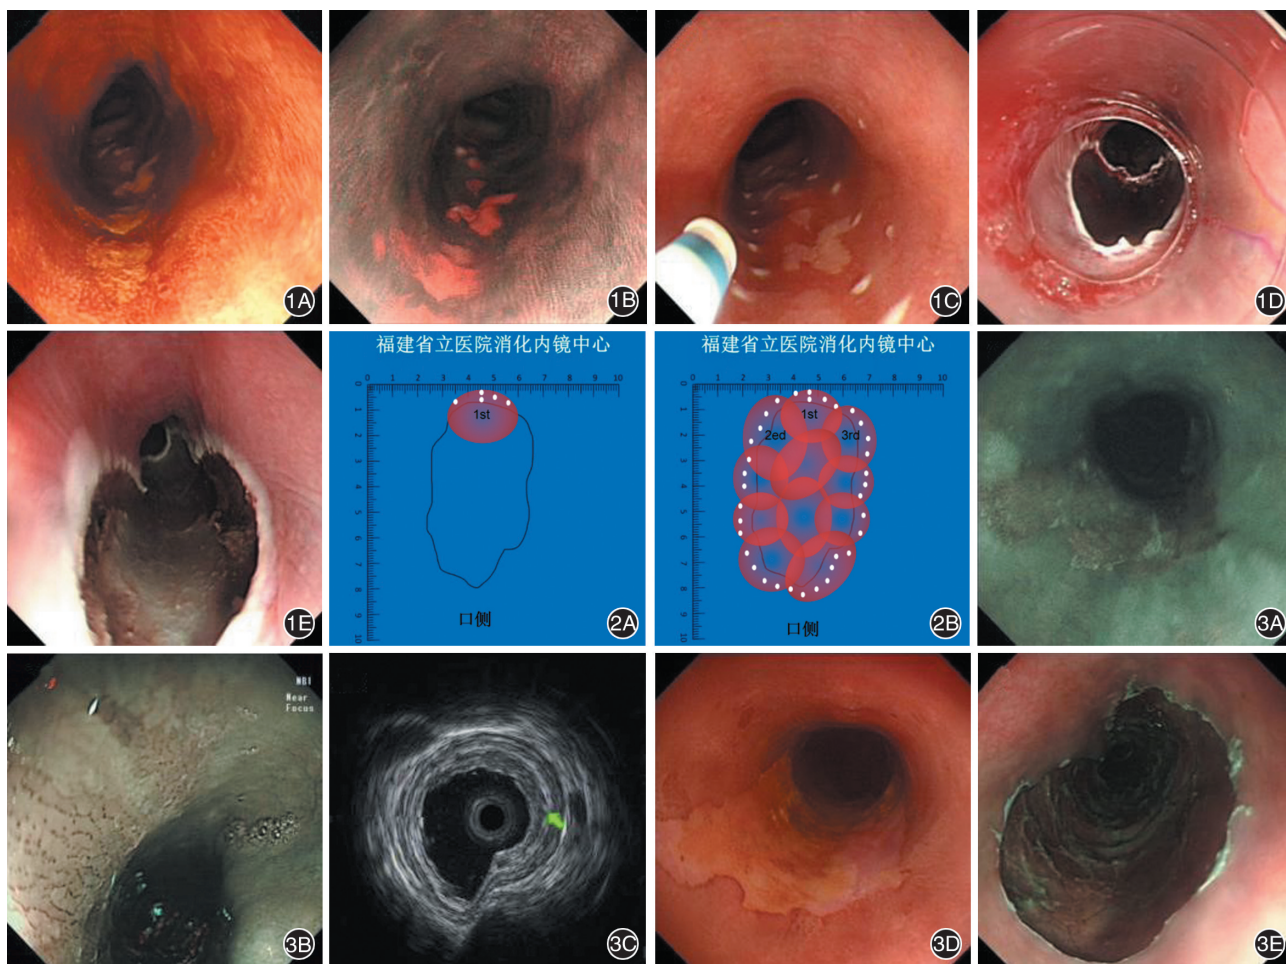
内镜分片黏膜切除术操作过程 1A:白光内镜下距门齿 20~26 cm 可见片状黏膜粗糙,碘染下病灶呈不染区;1B:病灶局部可见银色征;1C:对病灶进行标记;1D:病灶行分片黏膜切除,下一环覆盖上一环 2/5;1E:切除后创面 图2 内镜分片黏膜切除术标本固定过程 2A:在刻度板上画出病灶大致形态,第一环切除下来后,即刻取出标本根据标记点不同判断组织方向,并及时固定;2B:根据标记点及病灶位置进行完整固定 图3 内镜黏膜下剥离术前诊断及术后创面 3A:距门齿 24~29 cm 可见黏膜片状粗糙、充血,窄带成像内镜下见病灶呈茶褐色改变;3B:窄带成像联合放大内镜下可见乳头内毛细血管祥呈 B1 型;3C:内镜超声检查病灶黏膜层低回声增厚,黏膜下完整;3D:碘染可见病灶呈片状不染区,局部可见粉红征阳性;3E:治疗后创面
